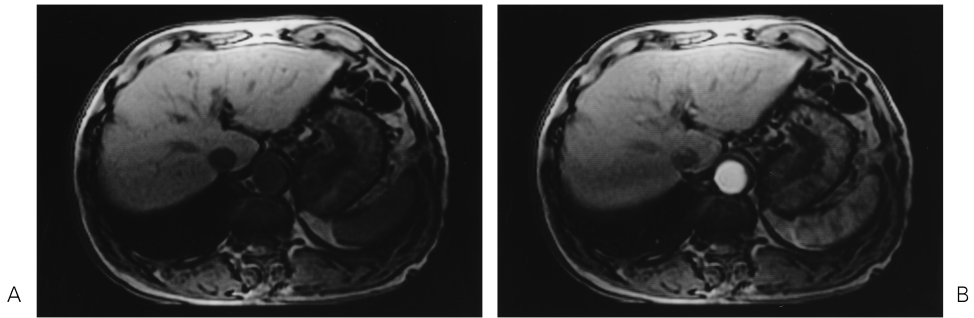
A case of dynamic MRI with manual injection. A : pre-contrast B : arterial-phase Gadolinium-enhanced SPGR images were obtained in a 76-year-old man with HCC. The arterial phase image is early data acquisition.
